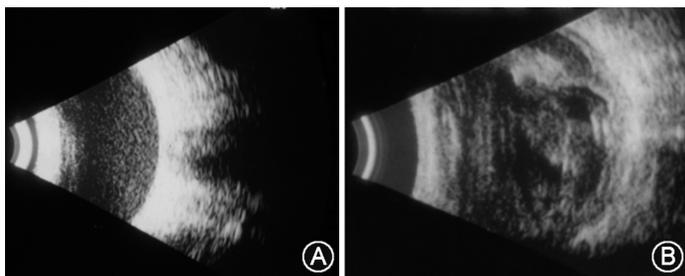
眼科手术后感染性眼内炎 B 型超声检查图像 A 示玻璃体腔内可见致密点状混浊;B 示玻璃体脓疡,玻璃体腔呈团块状混浊,脉络膜增厚
